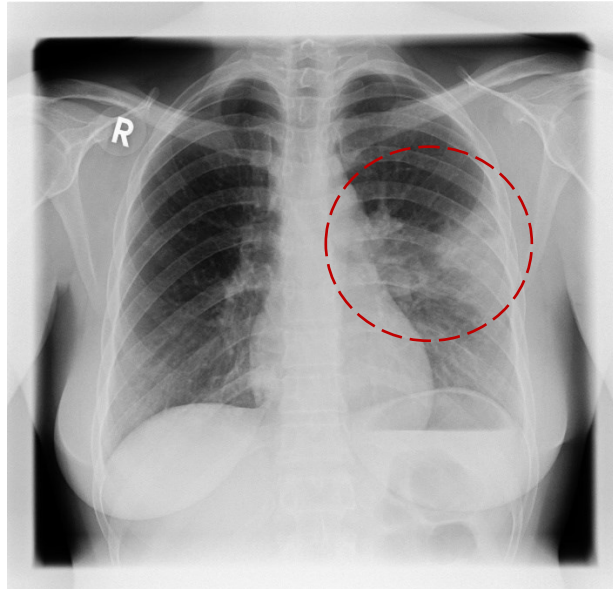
Röntgen-Thorax in zwei Ebenen vom 26.02.2018, 18-jährige Patientin: neu aufgetretene, suspekte Verschattung im linken Oberlappen.
